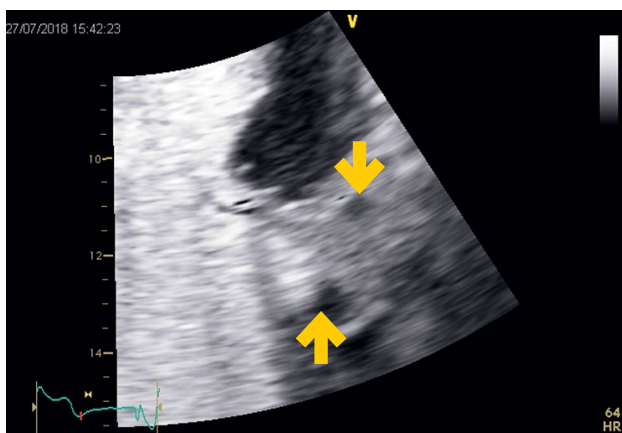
Контрастная трансторакальная эхокардиография. На рисунке стрелками обозначены тромбы в ушке левого предсердия в виде эхонегативных дополнительных образований
